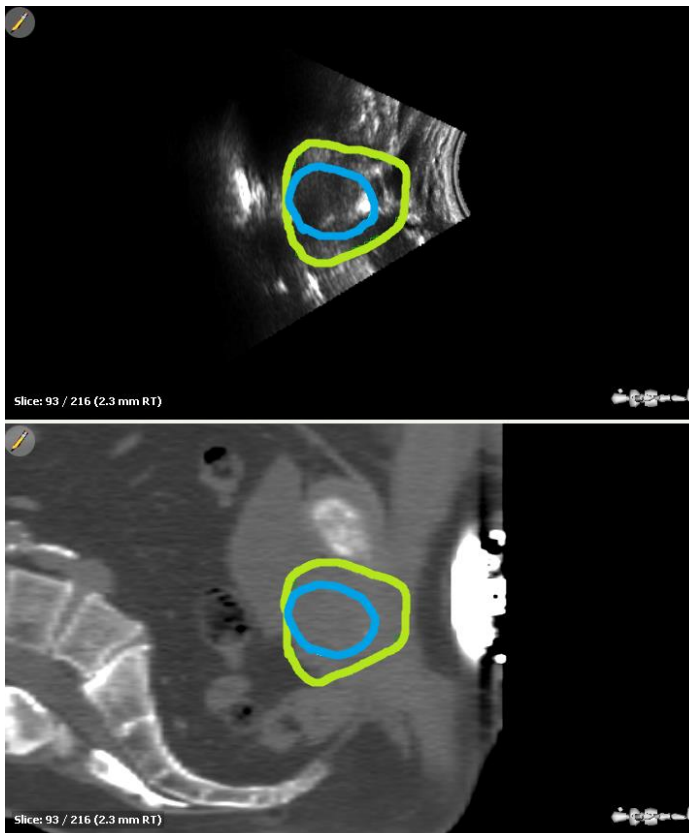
Images TP-US et CT d'une prostate, d'une loge prostatique
